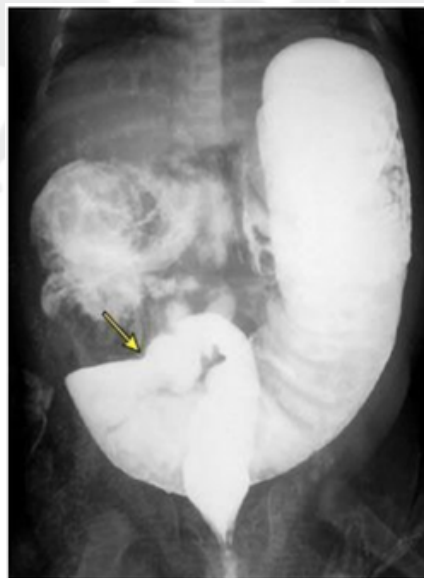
Radiografía de enema de contraste que muestra un colon agrandado y una zona de transición
